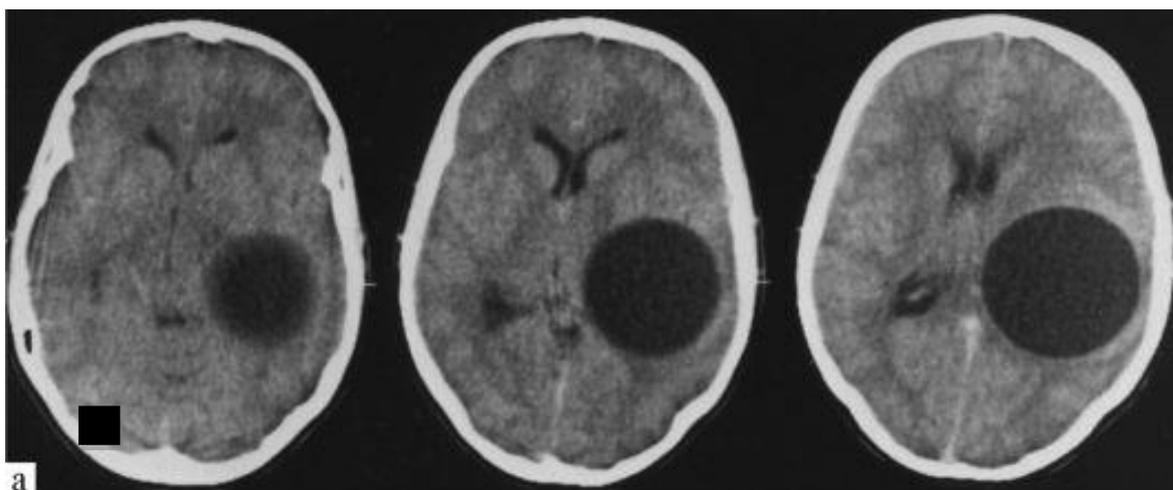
Эхинококкоз левой теменной области на КТ
